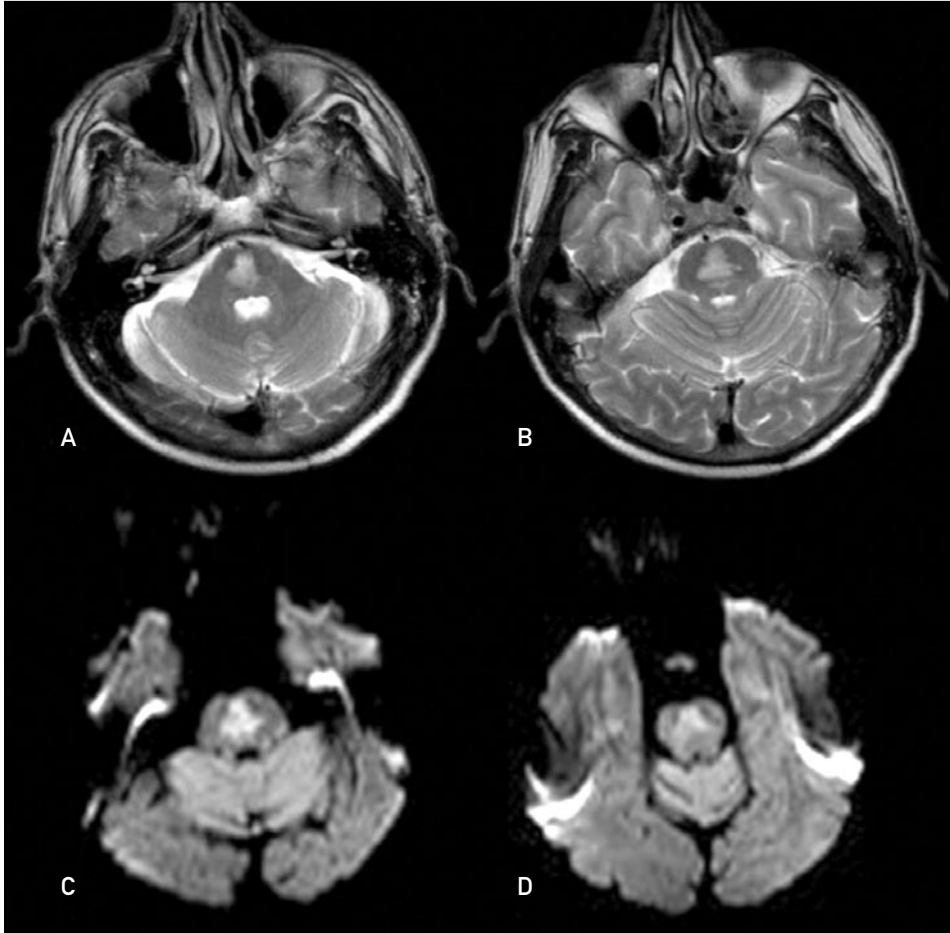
Mielinólisis pontina central. A, B: RM axial potenciada en T2. Lesión central hiperintensa en protuberancia. C, D: RM axial potenciada en difusión. Restricción del coeficiente de difusión en la lesión protuberancial.
